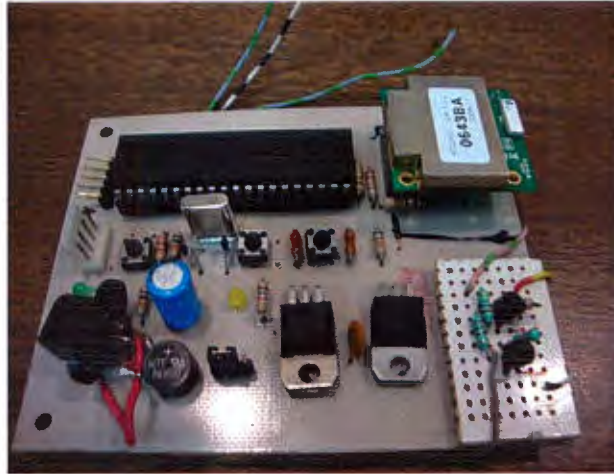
Circuito de prueba con modem BT conectado
